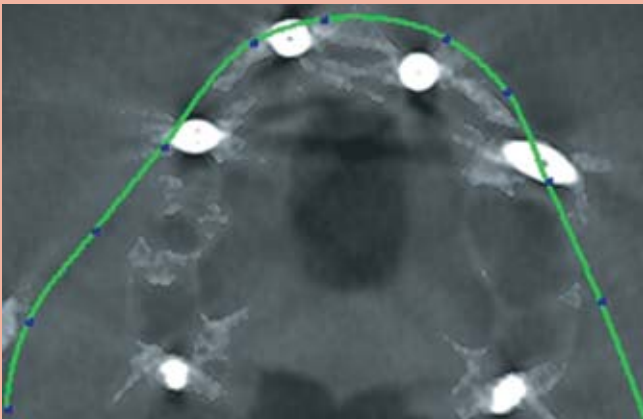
Axiale Rekonstruktion aus der digitalen Volumentomografie
